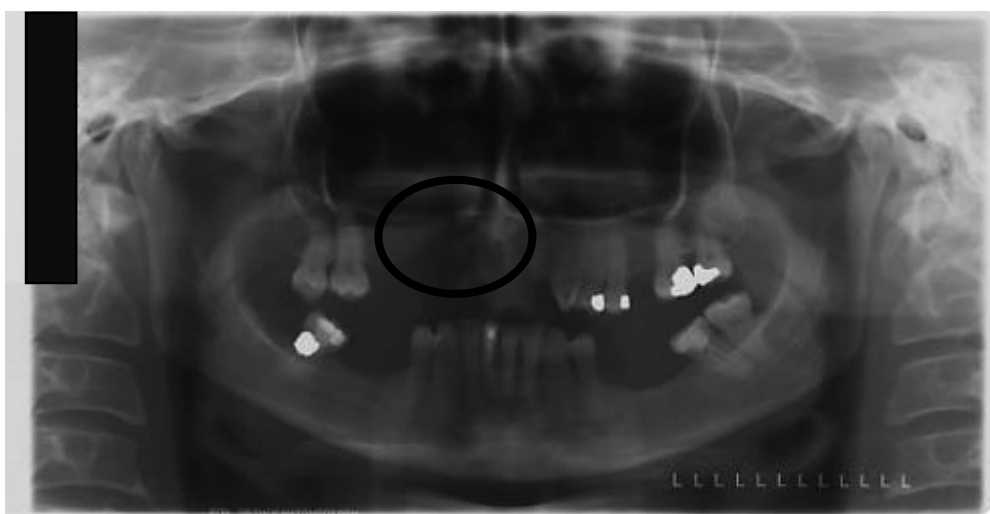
Ortopantomografia pré-operatória da paciente do caso nº3.
